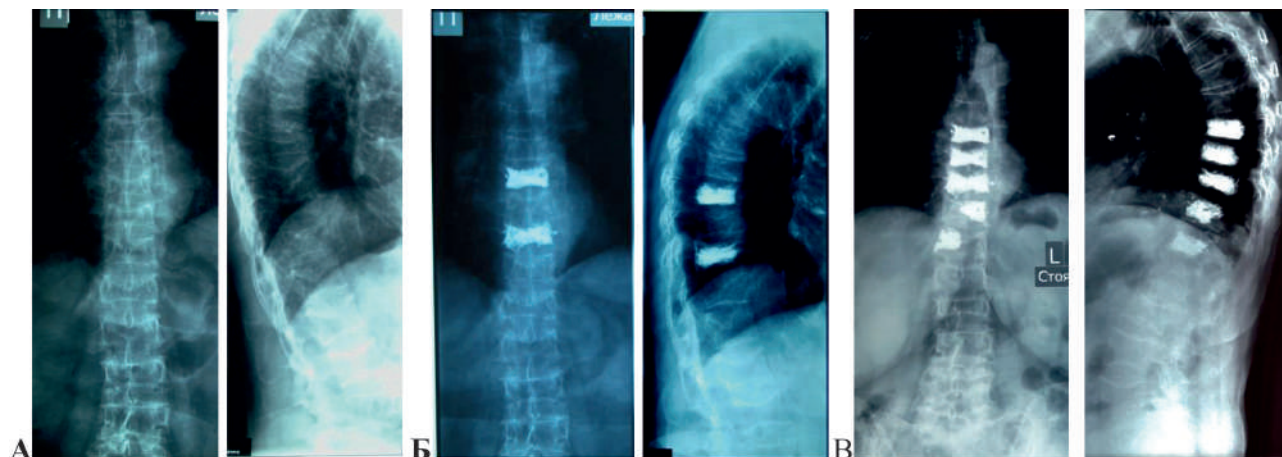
Рентгенограммы пациентки: А – до операции, Б – после 1 операции и В – после 2 операции
